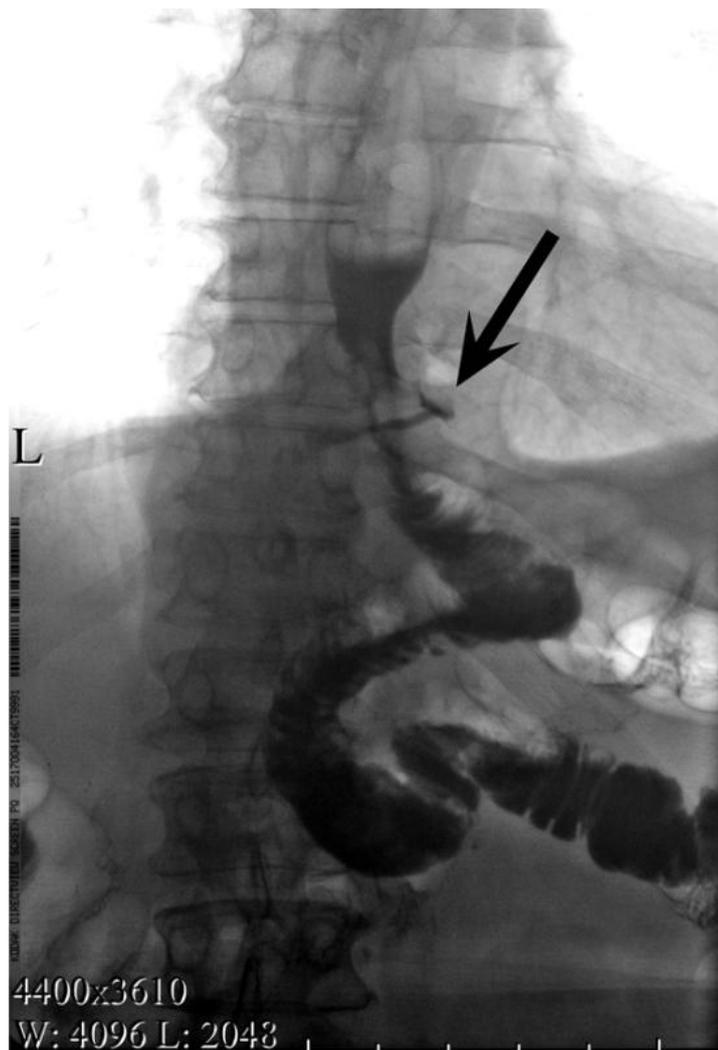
Контрольная рентгенограмма пищевода с пероральным приемом водорастворимого контраста на 5-ые п/о сутки. Зона несостоятельности ЭЕА показана стрелкой.
